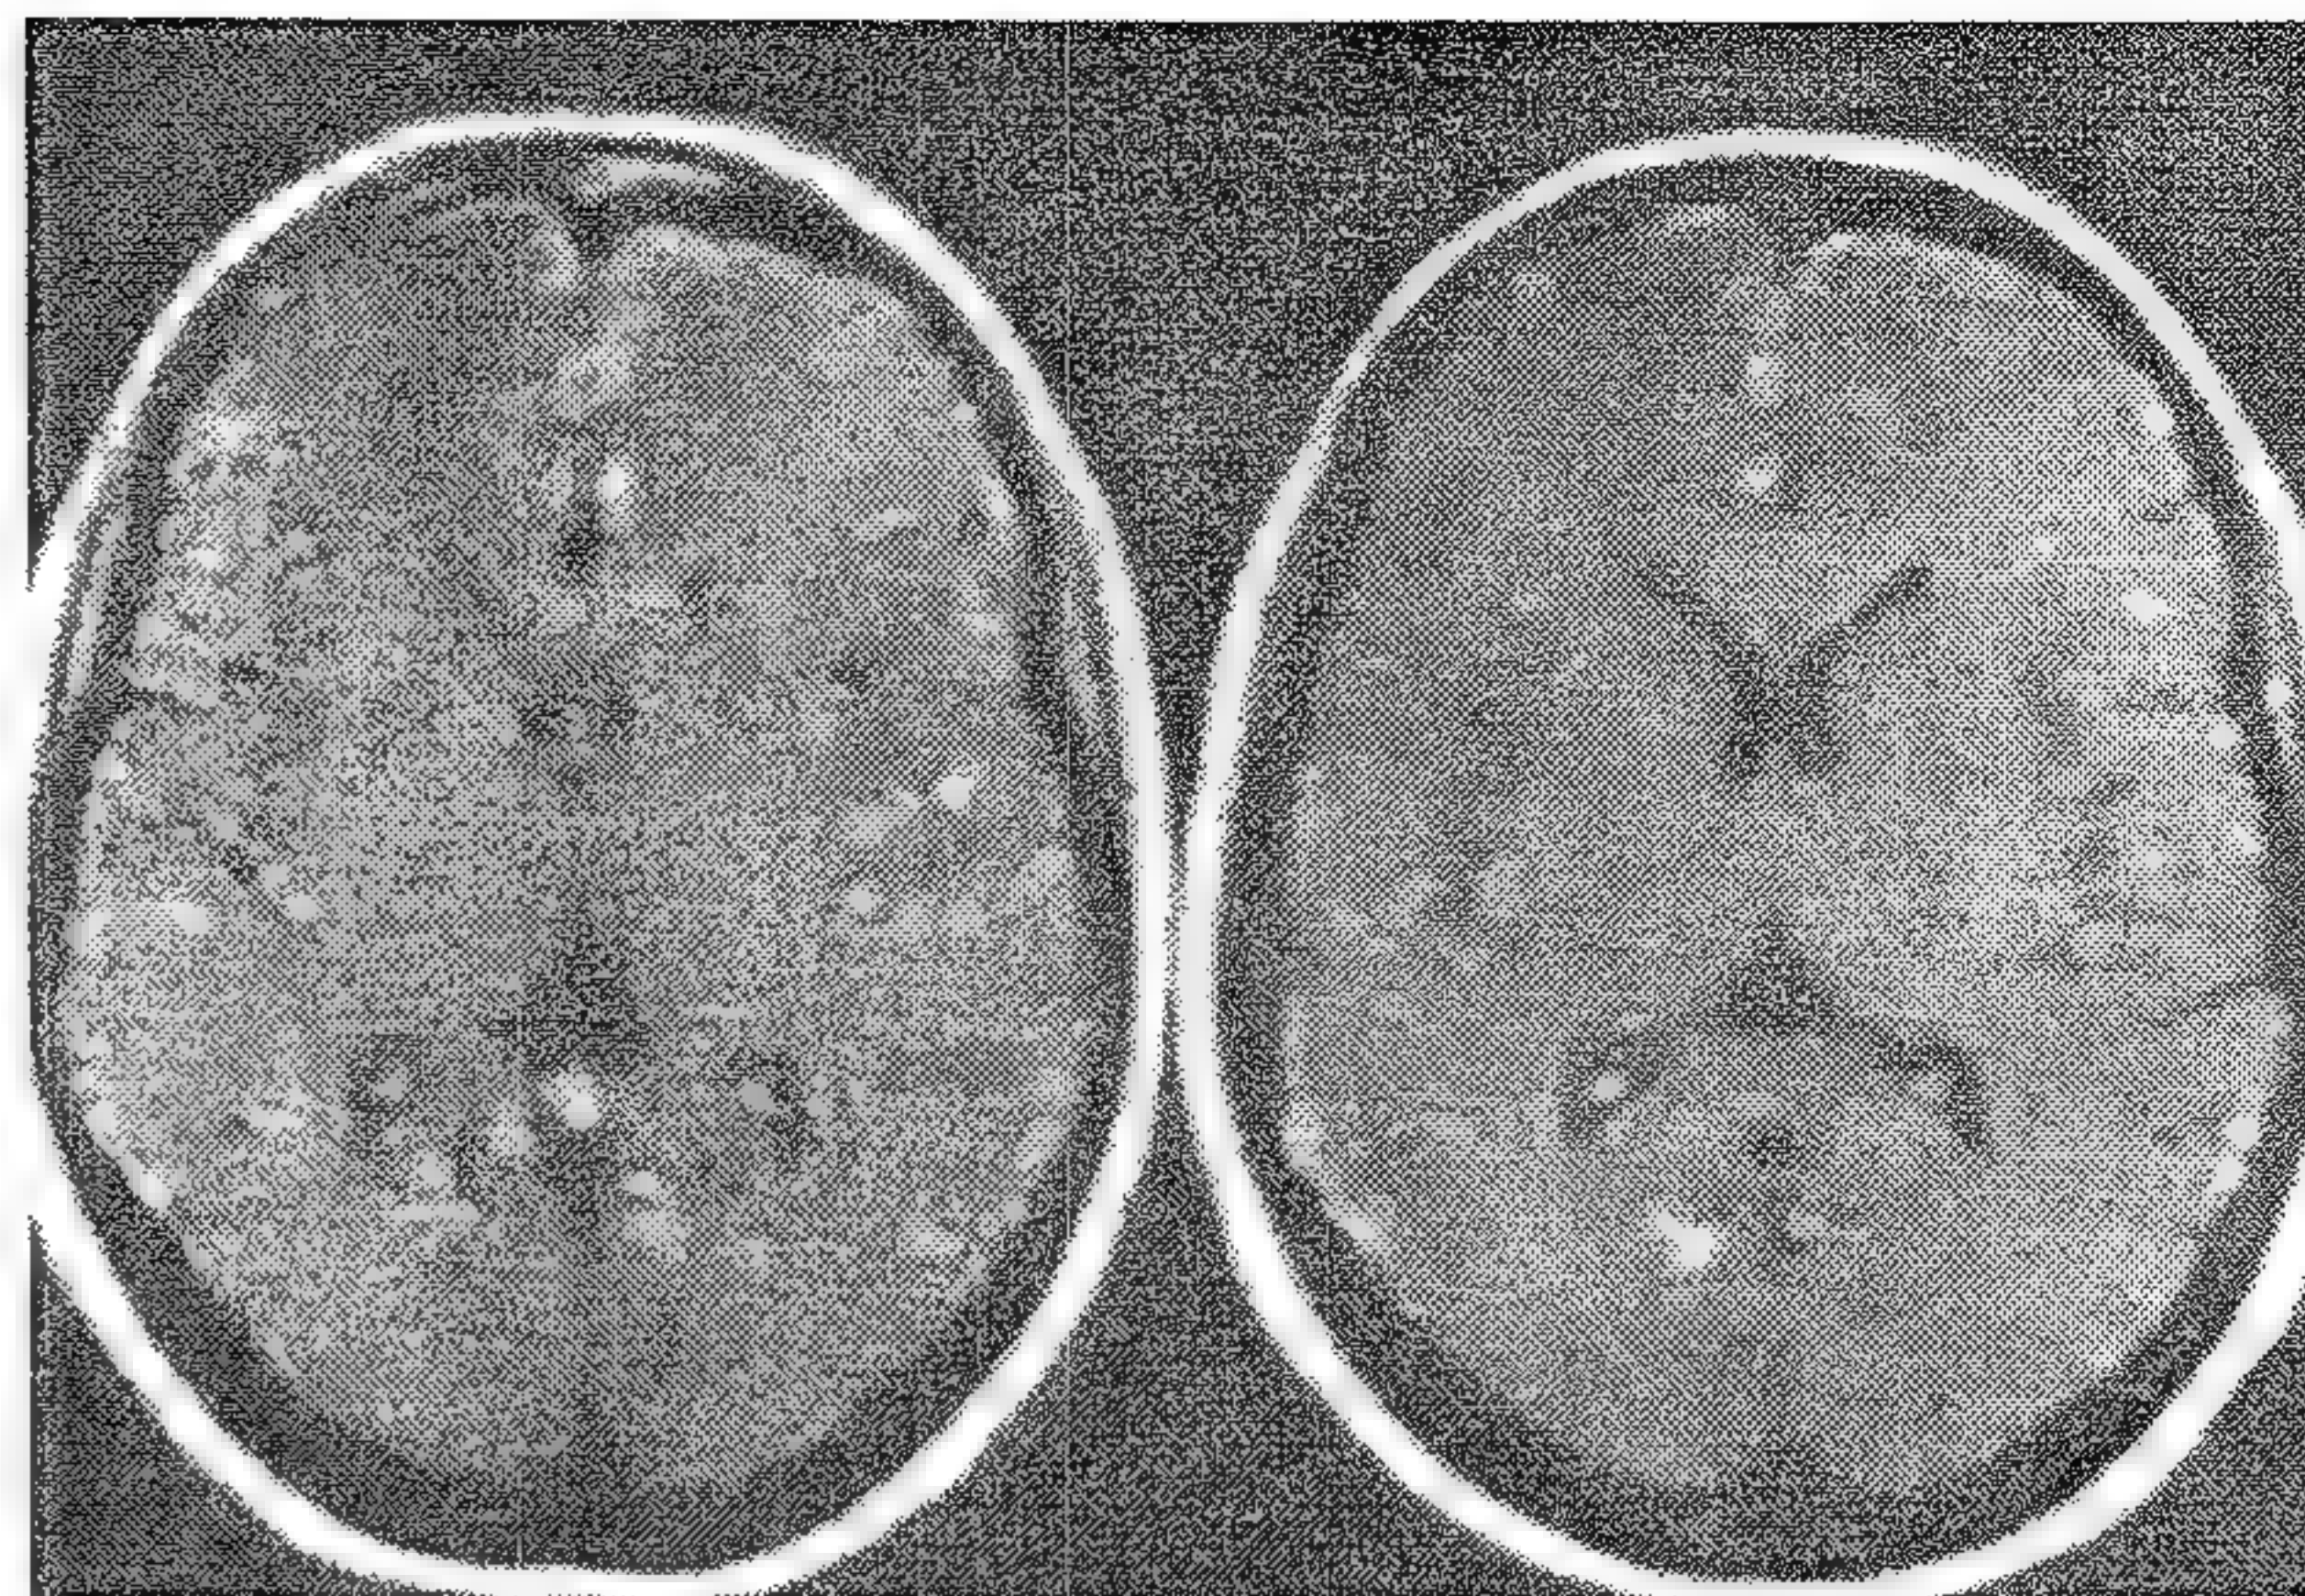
Imagine RMN care arată focare mici, vizibile în ponderarea T<sub>1</sub>, după injectare de gadolinium - DTPA la un bolnav cu sarcoidoză cerebrală simptomatică.
